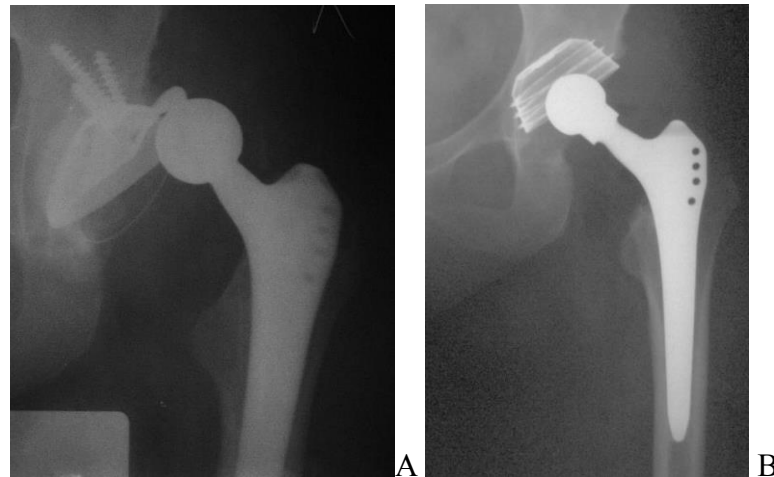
А. Рентгенограмма больной Н. 47 лет с рецидивирующим вывихом головки. В. Рентгенограмма после ревизии, замены вертлужного компонента на чашку BICON-PLUS.
